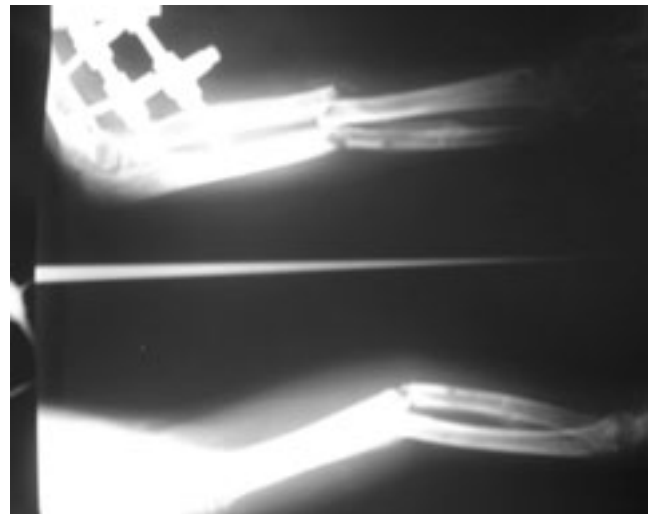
Radiografía donde se observa pseudoartrosis oligotrófica de radio y cúbito.
